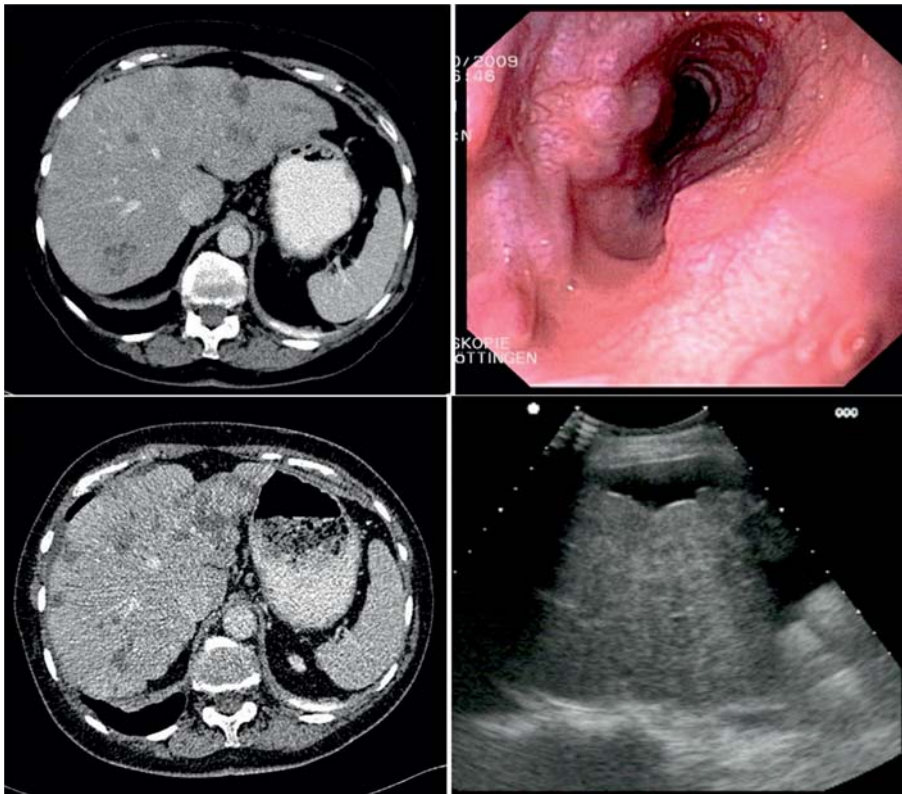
Computertomographische Darstellung einer Leber mit Lebermetastasen (links oben) und Entwicklung einer Zirrhose unter Chemotherapie (links unten). Rechts dargestellt sind die Ösophagusvarizen (oben) sowie ein Ultraschallbild mit Aszites um die zirrhotische Leber der Patientin (unten).
